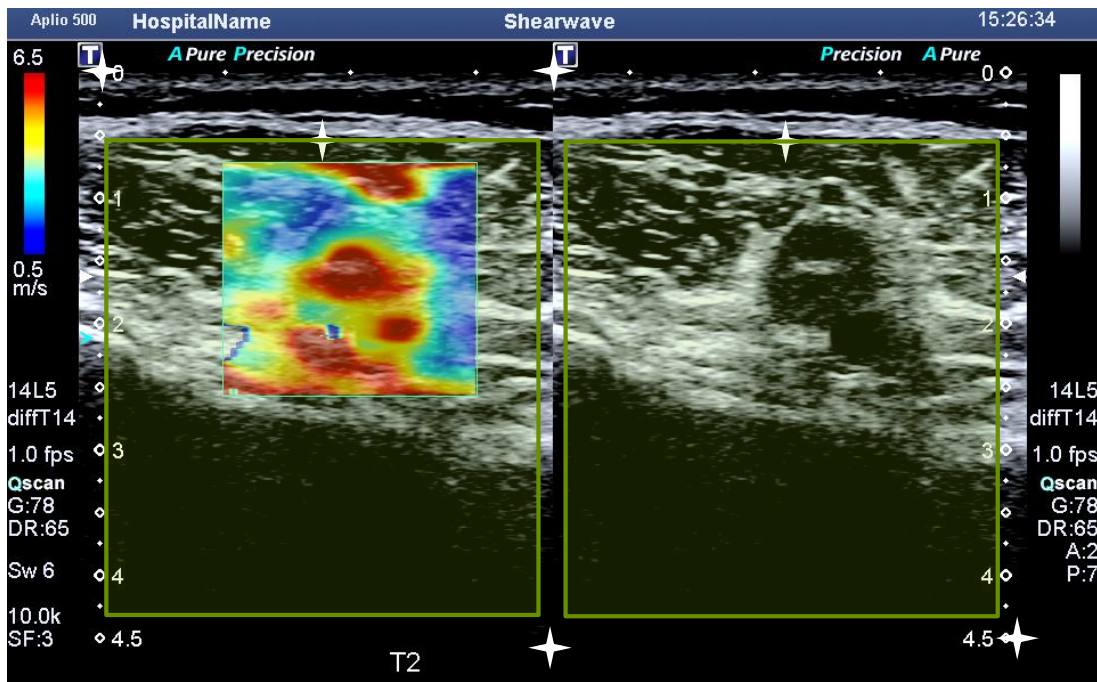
Rognage des images à partir des métadonnées (image acquise avec le protocole 1) : les métadonnées donnent les coordonnées des points représentées par des étoiles en blanc. Les deux parties de l'image (élastographie et échographie) sont rognées de telle sorte qu'elles aient la même taille et que les graduations ne soient plus visibles (*cf.* images encadrées).
